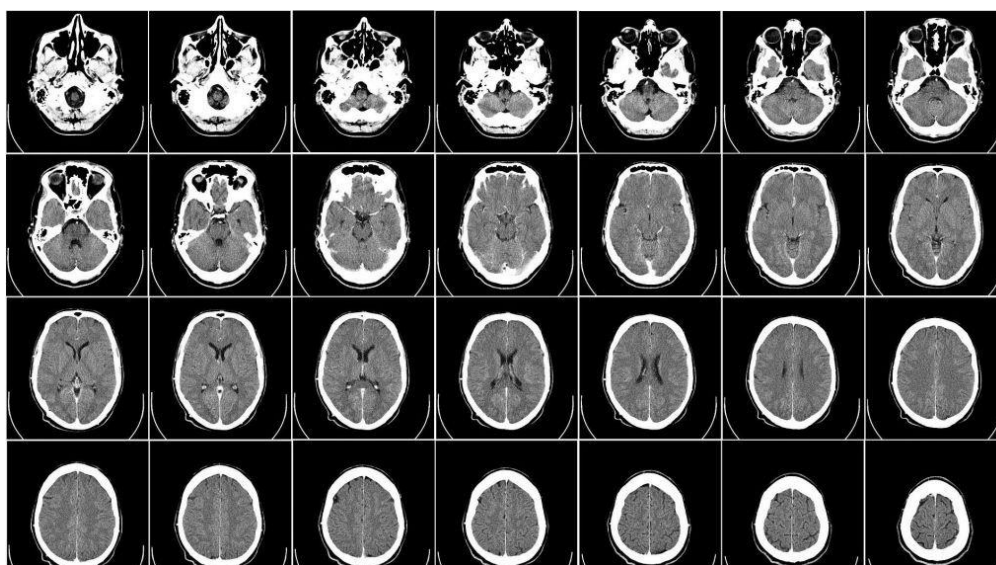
Комп'ютерна томографія голови.
